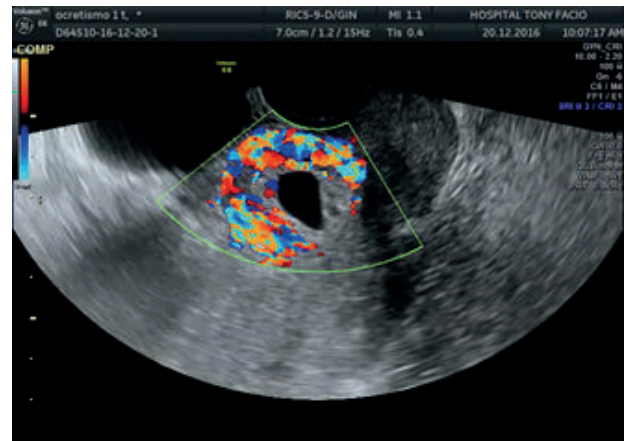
Saco en cicatriz con flujo doppler atípico
